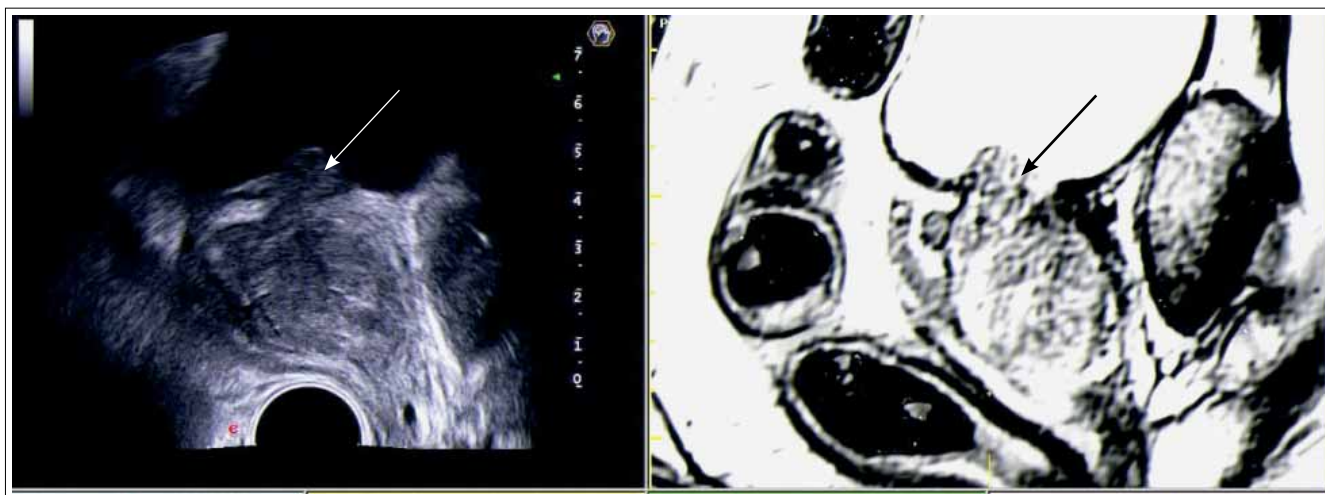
Совмещенное УЗ- (слева) и МРТ- (справа) изображение ПЖ. Отчетливо визуализируется средняя доля аденомы, выступающая в просвет мочевого пузыря — МП (стрелки)
